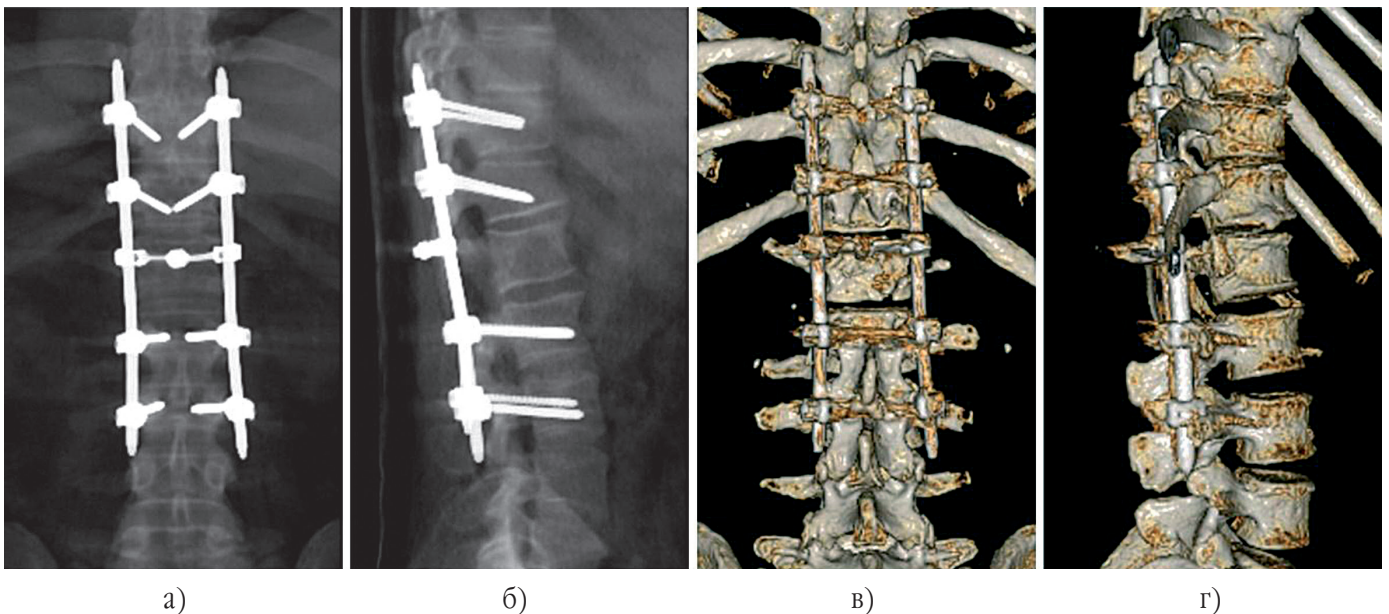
Післяопераційний контроль. Спондилографія (2-га доба післяопераційного періоду): А – передньо-задня проекція; Б – бічна проекція. Комп'ютерна томографія (10-та доба післяопераційного періоду), тривимірна реконструкція: В – вигляд ззаду; Г – вигляд справа
